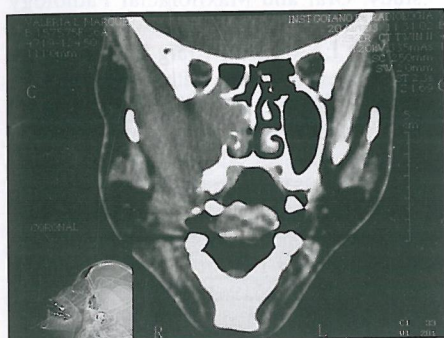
TC corte coronal com janela para tecidos moles, mostrando a relação da lesão com a cavidade orbital, nasal, fossa infra-temporal e região do osso etmóide
